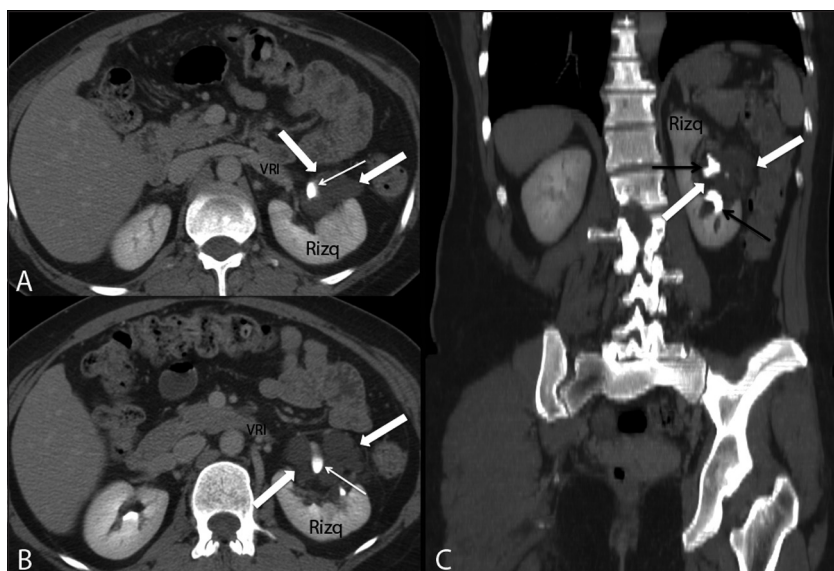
Linfangiectasia renal izquierda. Imágenes de tomografía computarizada con contraste endovenoso. Imágenes axiales (A y B) y reconstrucción coronal oblicua (C) donde se evidencia la presencia de formación hipodensa quística (flechas blancas grandes), sin realce, de paredes finas y superficie lobulada a nivel del seno renal izquierdo con extensión al espacio perirrenal. Engloban la pelvis renal (flechas blancas pequeñas en A y B) y los cálices (flechas negras en C). Rizq: riñón izquierdo; VRI: vena renal izquierda.
